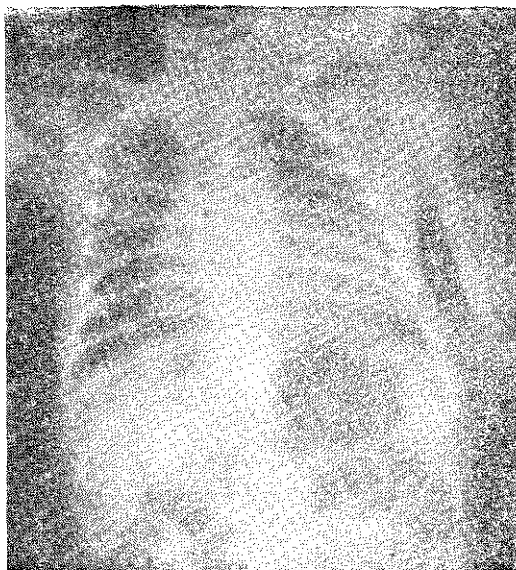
Radiografia do trax, pstero-anterior.
